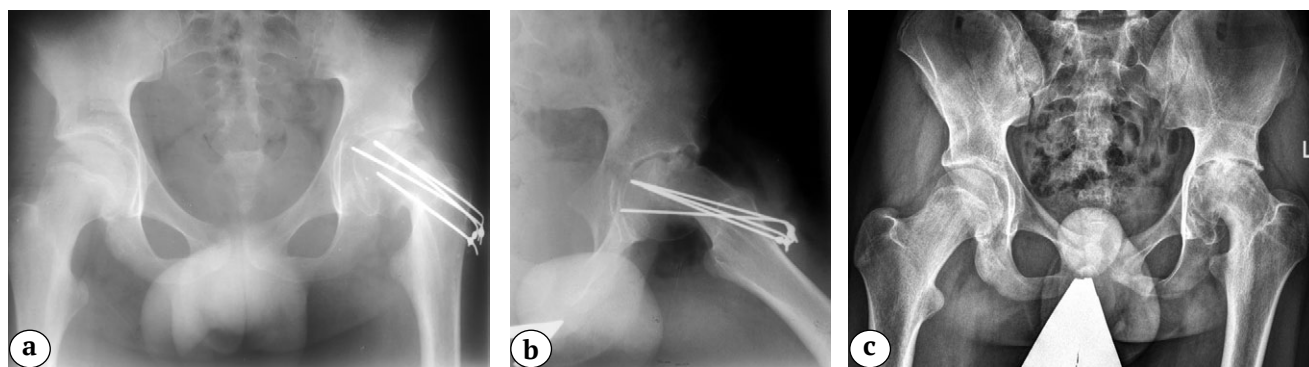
(а, б, с). Серия рентгенограмм тазобедренных суставов пациента 14 лет с левосторонним коксартрозом 3 стадии в результате лечения ЮЭГБК:
